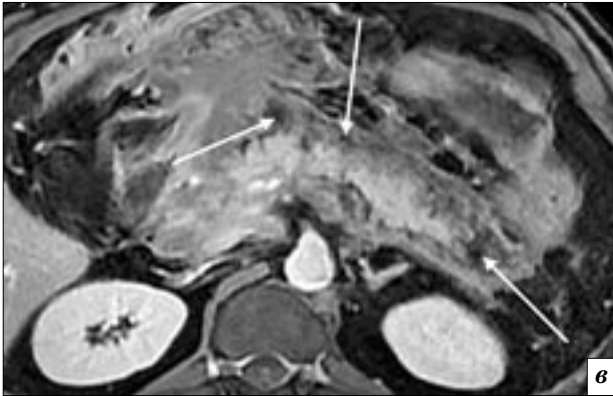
Компьютерные томограммы: *а* – жидкостное скопление в области хвоста поджелудочной железы (длинные стрелки), выявленное при первичном исследовании, с нечеткими слоистыми контурами за счет инфильтрации окружающей клетчатки (короткие стрелки); *б* – при исследовании на 12-й день заболевания жидкостное скопление немного увеличилось в размерах, окружающая клетчатка приобрела зернистый вид (стрелки); *в* – на МРТ с болюсным контрастированием у того же больного в структуре жидкостных скоплений более четко выявляются секвестрированные массы со сниженным сигналом (стрелки) на T1ВИ.
